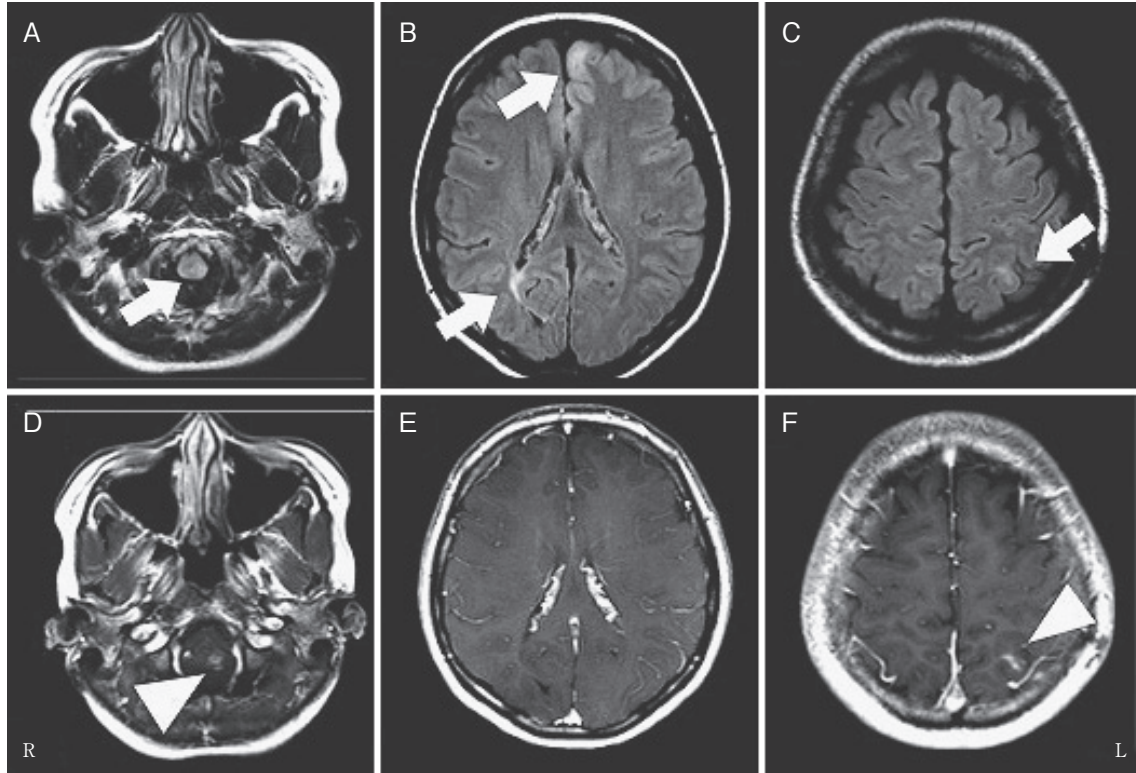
MR imaging of brain.
